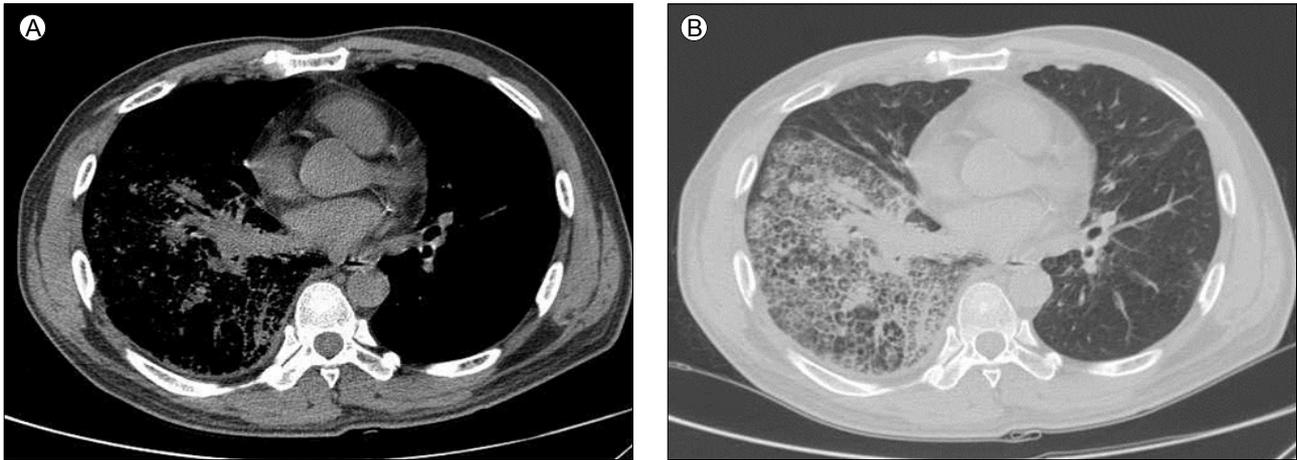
Pulmonary consolidation in the right lower lobe on chest computed tomography. (A) Mediastinal setting. (B) Lung setting.
